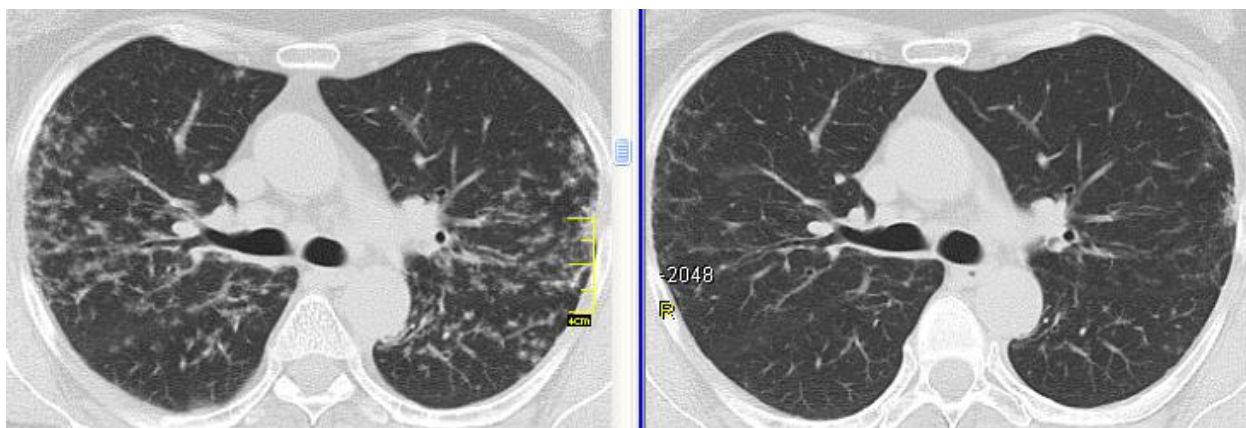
КТ хворої Ш., саркоїдоз органів дихання II стадії; ліворуч – до лікування метотрексатом, праворуч – через 6 міс. терапії метотрексатом: майже повне зникнення вузликової дисемінації в легенях
